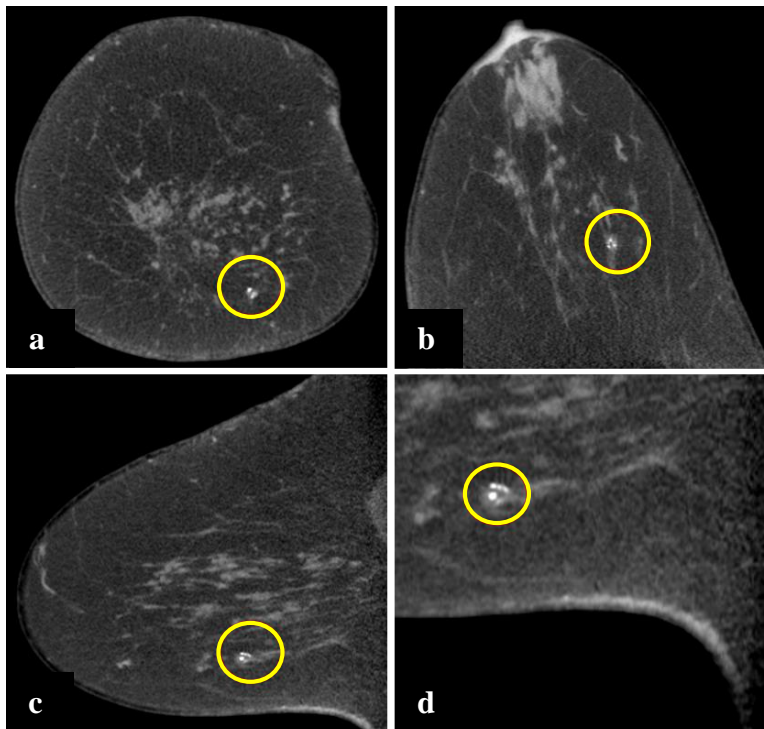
Darstellung der Verkalkungen (gelbe Kreise) in der *CBCT* in (a) coronarer, (b) axialer, (c) sagittaler und (d) coronarer Schichtebene vergrößert durch Bildzooming dargestellt.
